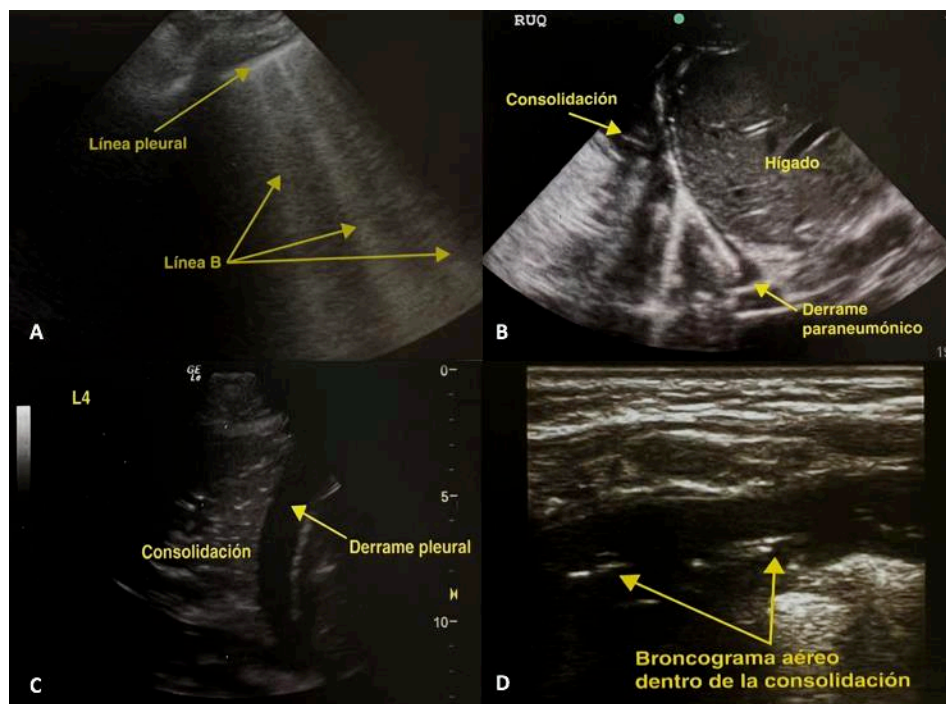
Imágenes de ecografía pulmonar. A: Líneas B. B y C: Consolidación pulmonar con derrame paraneumónico. D: Broncograma aéreo en consolidación pulmonar. Imagen obtenida de "Ecografía para Atención Primaria" (26)
